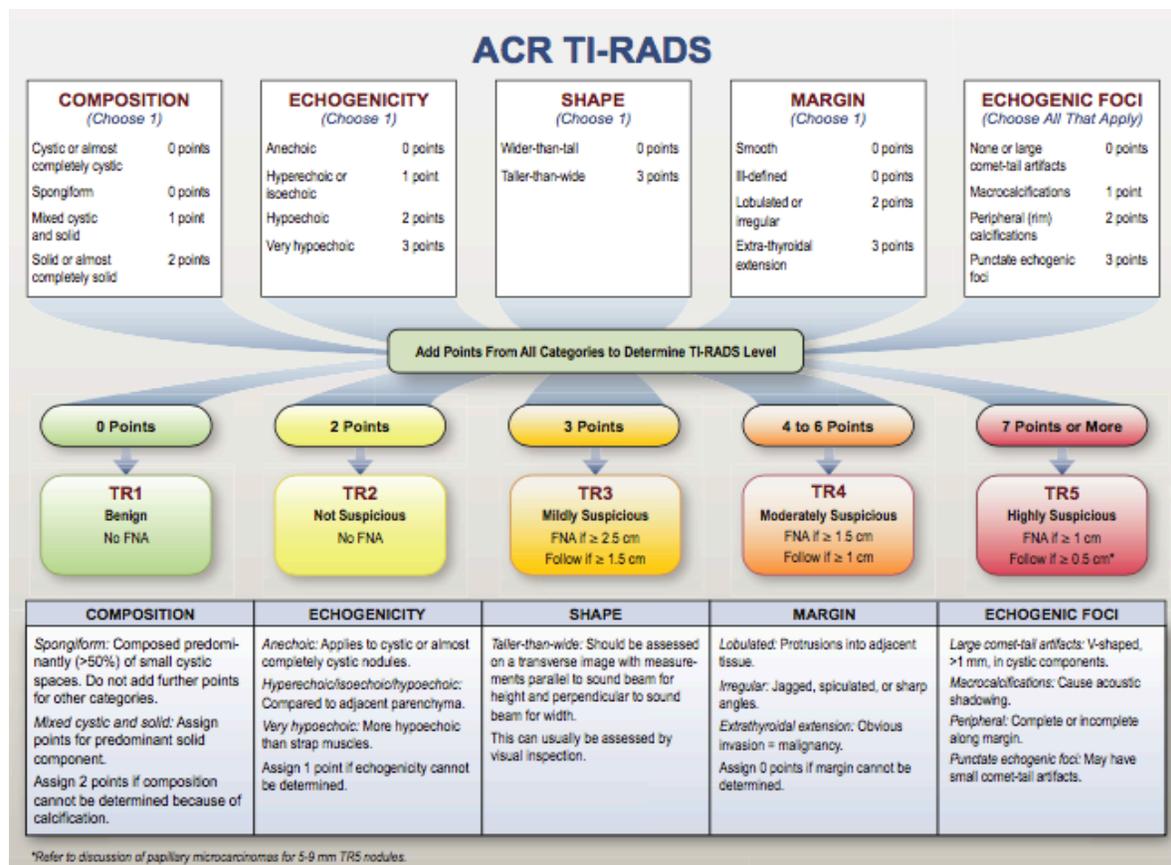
Gráfico que muestra cinco categorías sobre ACR TI-RADS, los niveles de TR y los criterios para realizar biopsia por aspiración con aguja fina o ultrasonido de seguimiento.
